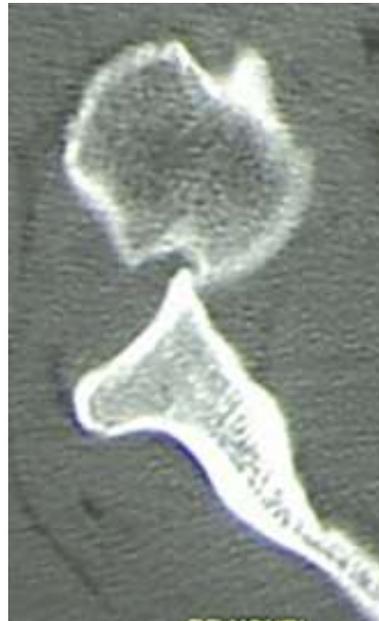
Radiographie d'une luxation extra-coracoïdienne associée à une encoche de Malgaigne.
